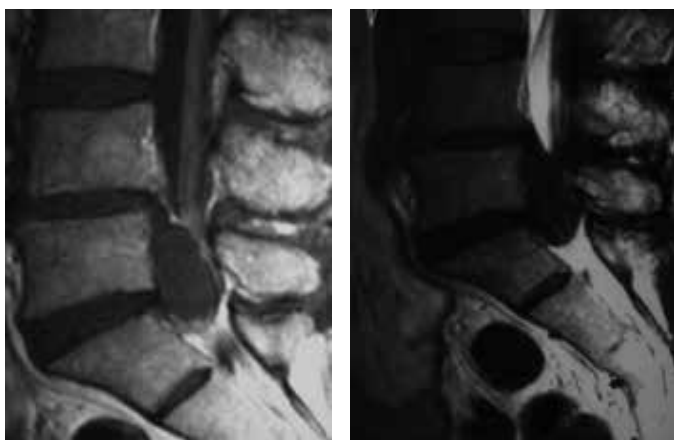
Ressonância magnética da coluna lombossacra, corte sagital em T1 (1) e T2 (2) evidenciando hérnia discal L4-L5 gigante extrusa e migrada inferiormente até S1.
